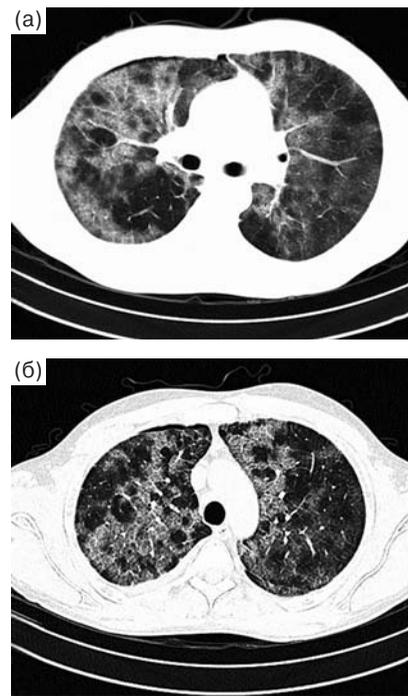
КТ легких: а – в обычном режиме; б – в режиме высокого разрешения.
